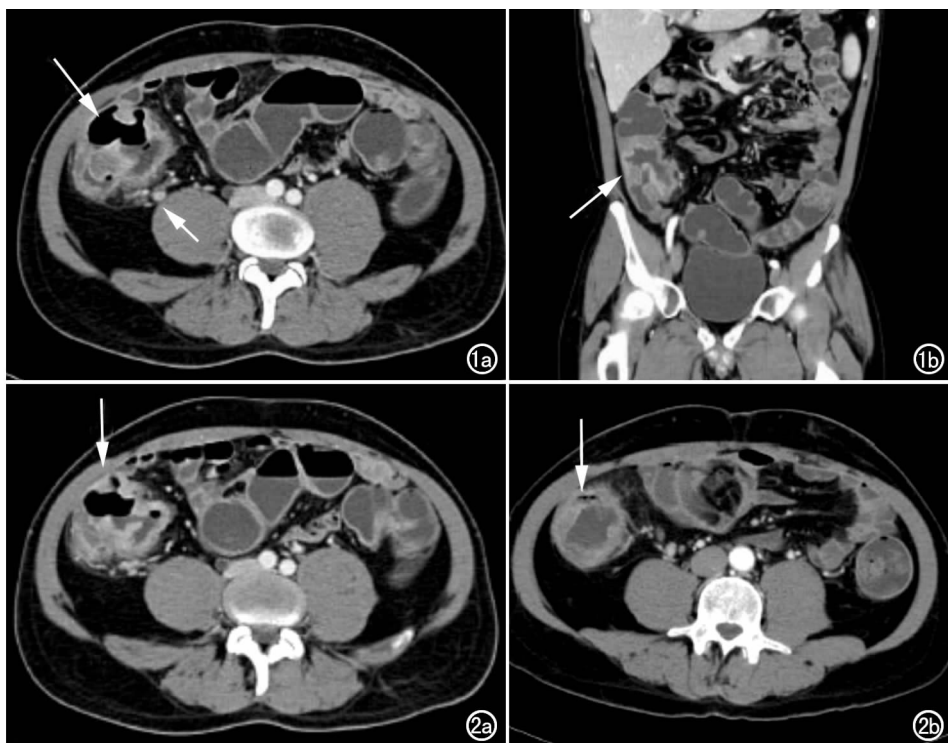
a) 轴状面 CT 增强扫描示盲肠、包括回盲瓣及末端回肠肠壁的环形不规则增厚(长箭),邻近的淋巴结炎性致密影(短箭); b) 肠道充水后的冠状面重组图像示回盲瓣区结节样浸润伴有闭合不良。图 2 a) CT 复查轴状面增强图像示盲肠及末端回肠肠壁进行性增厚及充血(箭); b) 增强后的轴位 CT。在增厚的盲肠壁靠腹壁侧可见粘膜下积气影(箭)。
